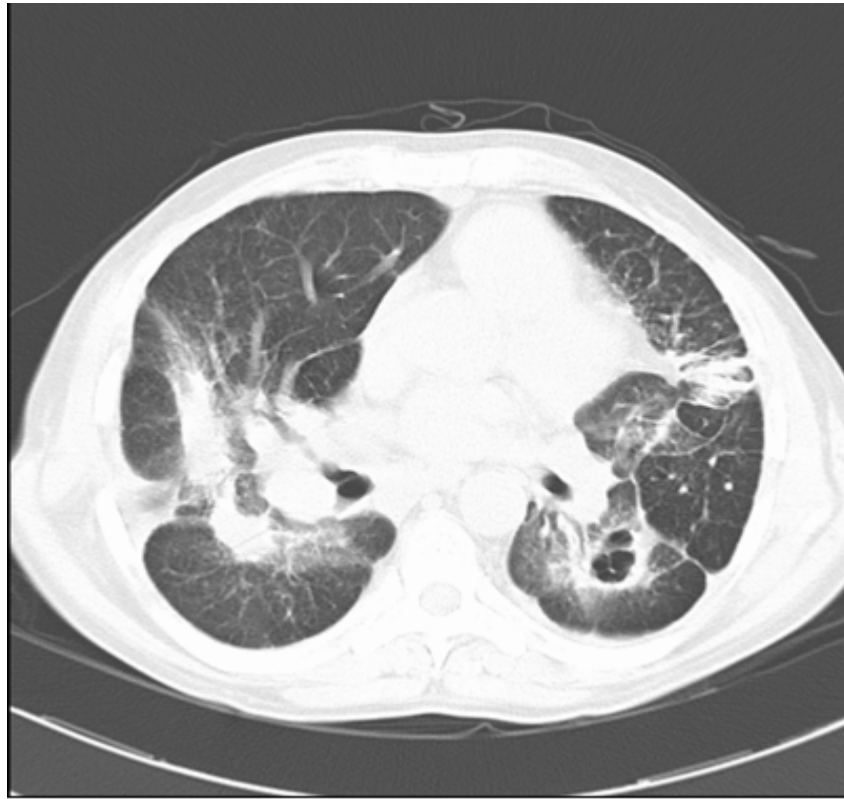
TAC torácica (22/06/2007) realizada durante o 3º internamento.
